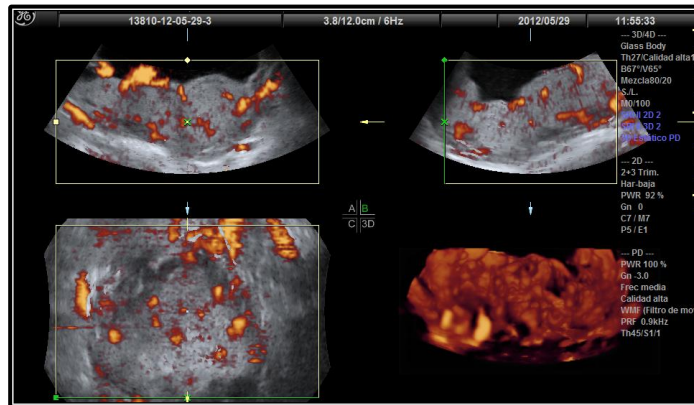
Adquisición del volumen vascular placentario con Doppler Poder.
